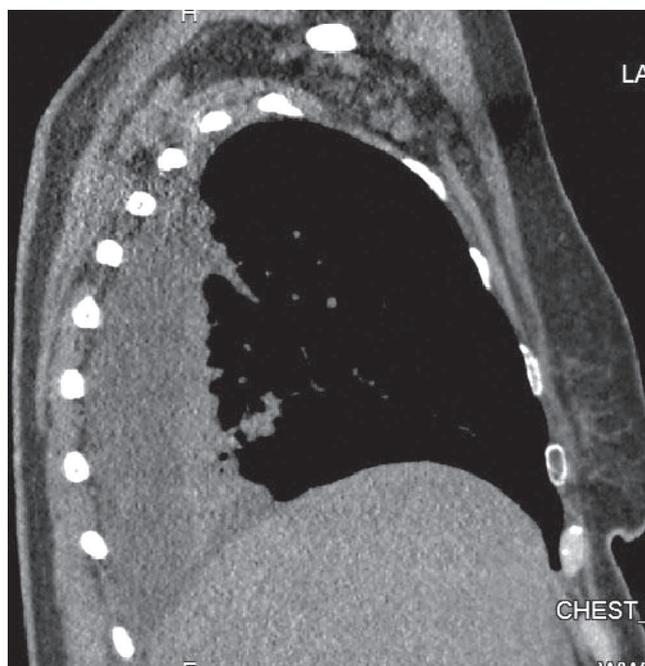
Пациентка Л., 61 год. Жалобы на одышку. При МСКТ в правой плевральной полости определяется жидкость толщиной слоя до 42 мм, прилежащие отделы легочной ткани коллабированы
